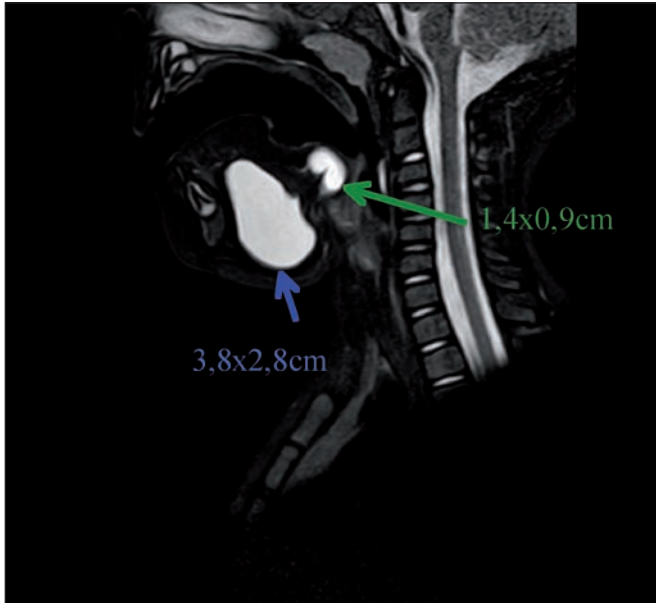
Caso 1. A. Imagen lateral. B. Imagen basal. Resonancia magnética que muestra masa biloculada en suelo de boca y base de lengua, señalando localización de las lesiones y dimensiones de las mismas.
